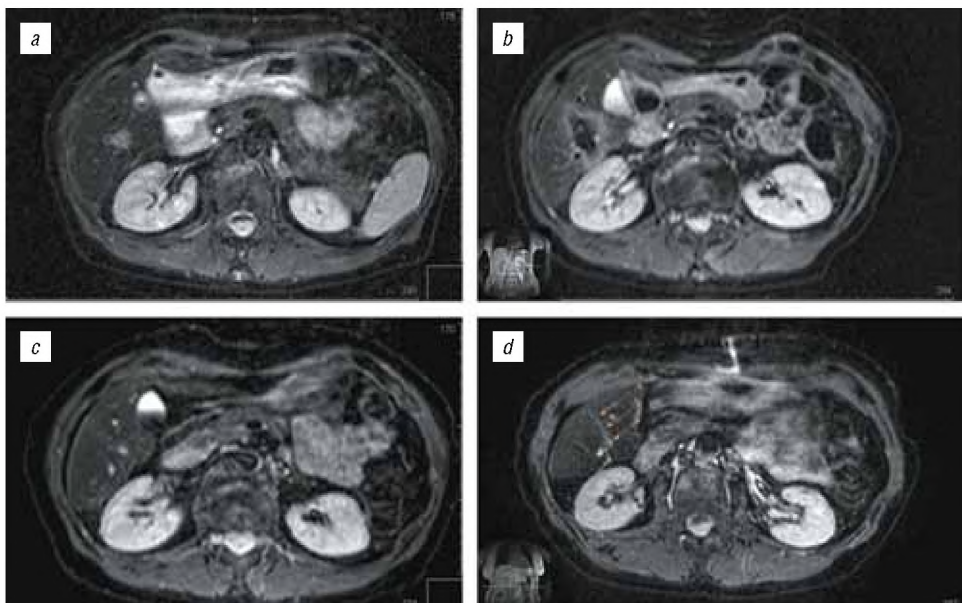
МРТ-мониторинг зоны РЧА, произведенной после ранее выполненной левосторонней гемигепатэктомии: *a* — до проведения РЧА; *b* — первые сутки; *c* — через 6 мес.; *d* — через 1 год
